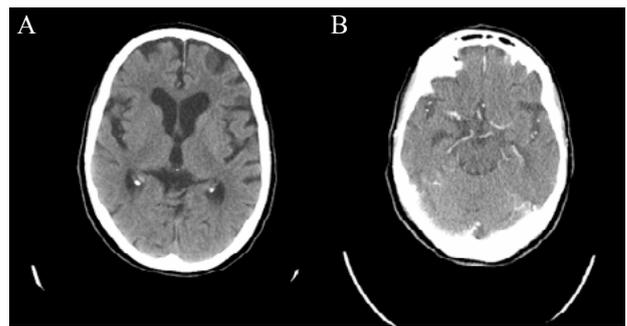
A) Tomografía simple sin hallazgos de isquemia en un paciente con ictus isquémico agudo. B) Tomografía de Perusión: Su utilidad es ser la base para efectuar los mapas de perfusión.
